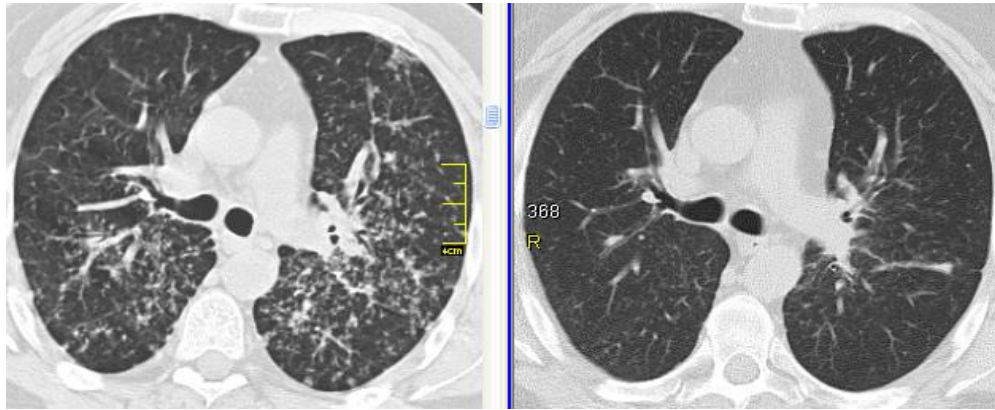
КТ хворого С.: (зліва – вихідні дані, справа – через 3 міс ГКС-терапії). Фаза регресії саркоїдозу: майже повне зникнення вузликової дисемінації в легенях.
